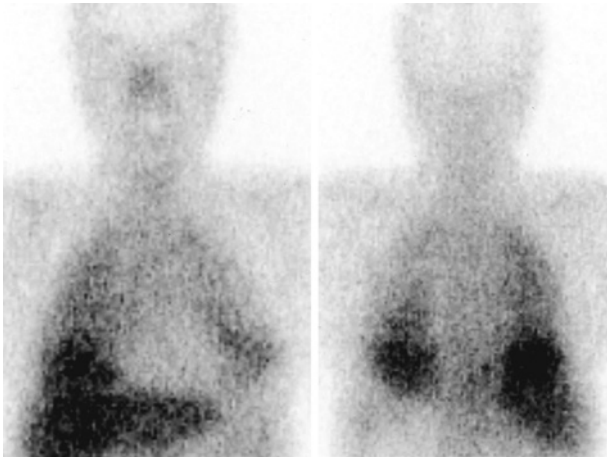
Gallium scintigraphy shows increased tracer uptake in the bilateral lung field and in the right pleura.
